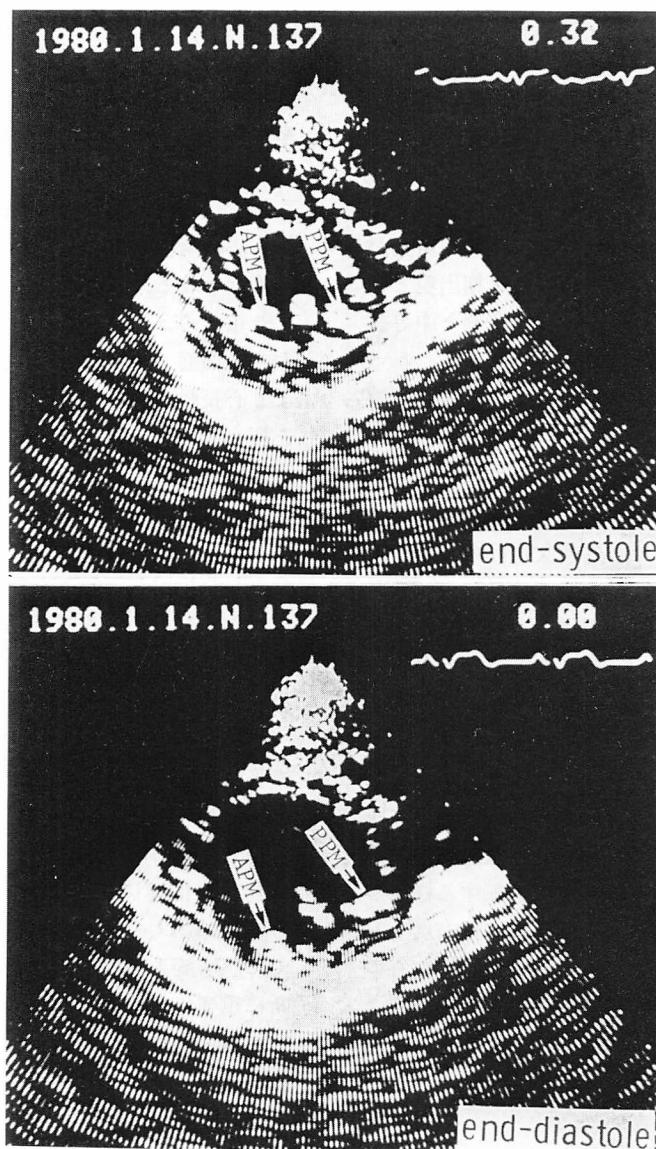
Short-axis, cross-sectional echocardiograms of the left ventricle at the level of the papillary muscles from the same patient as in Fig. 8.
